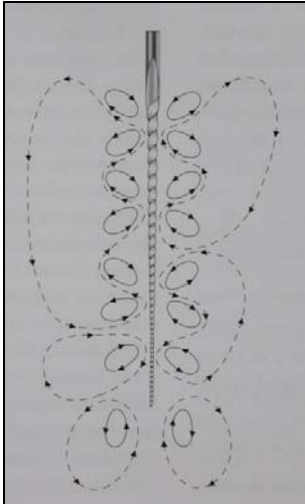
Movimiento oscilatorio con ultrasonido. International Endodontic Journal, 40, pp 13, 2007
